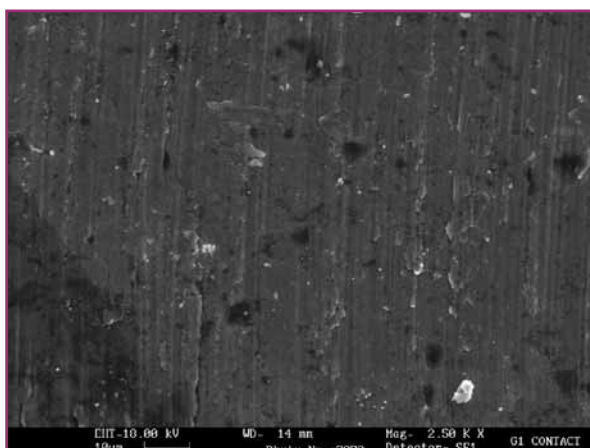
gruppo G1CT: a contatto Er:YAG, 200 mJ 10 Hz, con water-spray SEM 1000x. Non si notano significative alterazioni strutturali.
